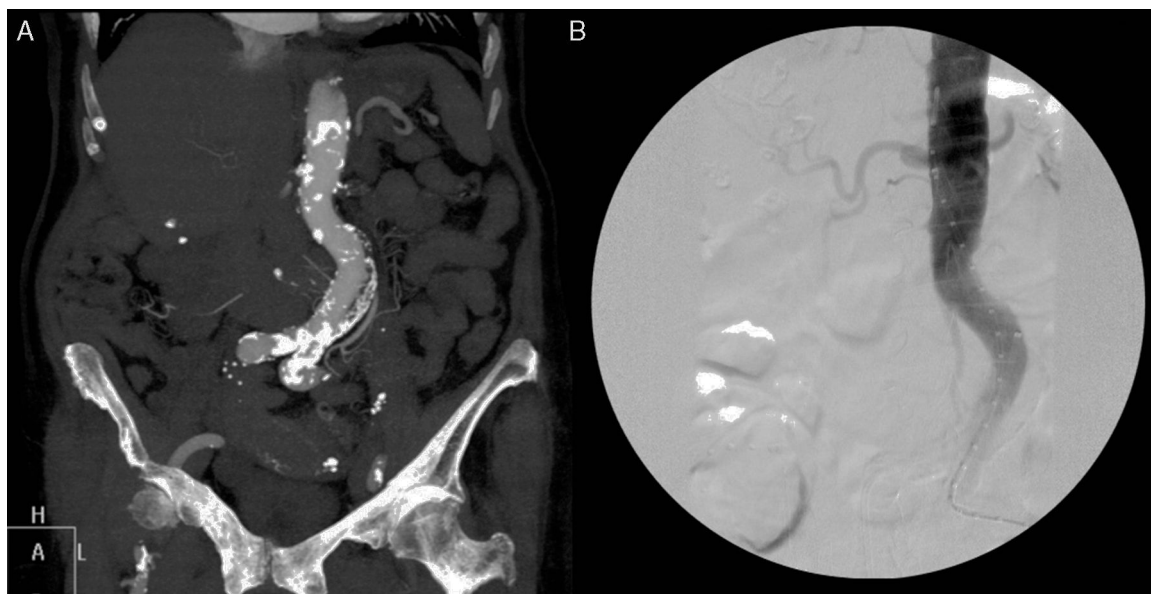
A) Angio-TAC urgente en el que se objetiva aterosclerosis de grandes vasos y ausencia de renograma. B) Arteriografía intraoperatoria, no se aprecia la salida de las arterias renales.
